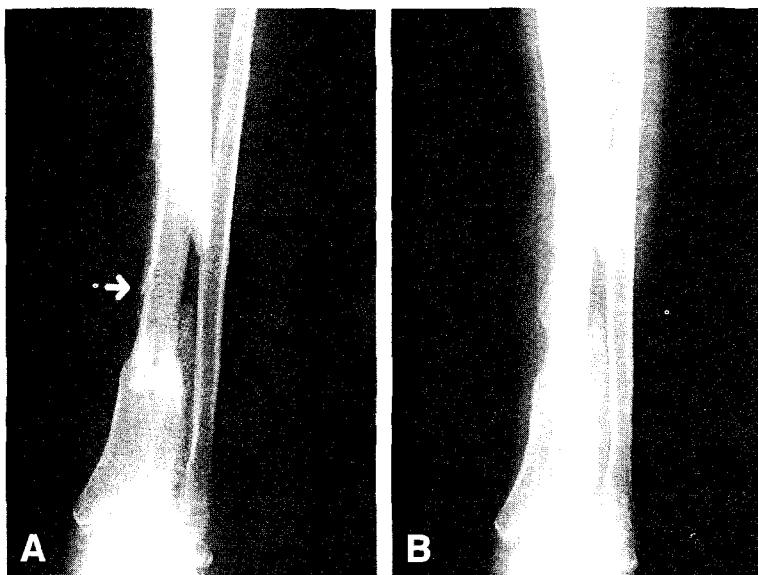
65-year-old male patient was underwent vascularized fibular graft(VFG) for infected nonunion of distal tibia. A. Cortical breakage(arrow) was shown in the mid portion of grafted fibula after 14 months of VFG. B. Radiographs 4 months after conservative treatment showed union.
